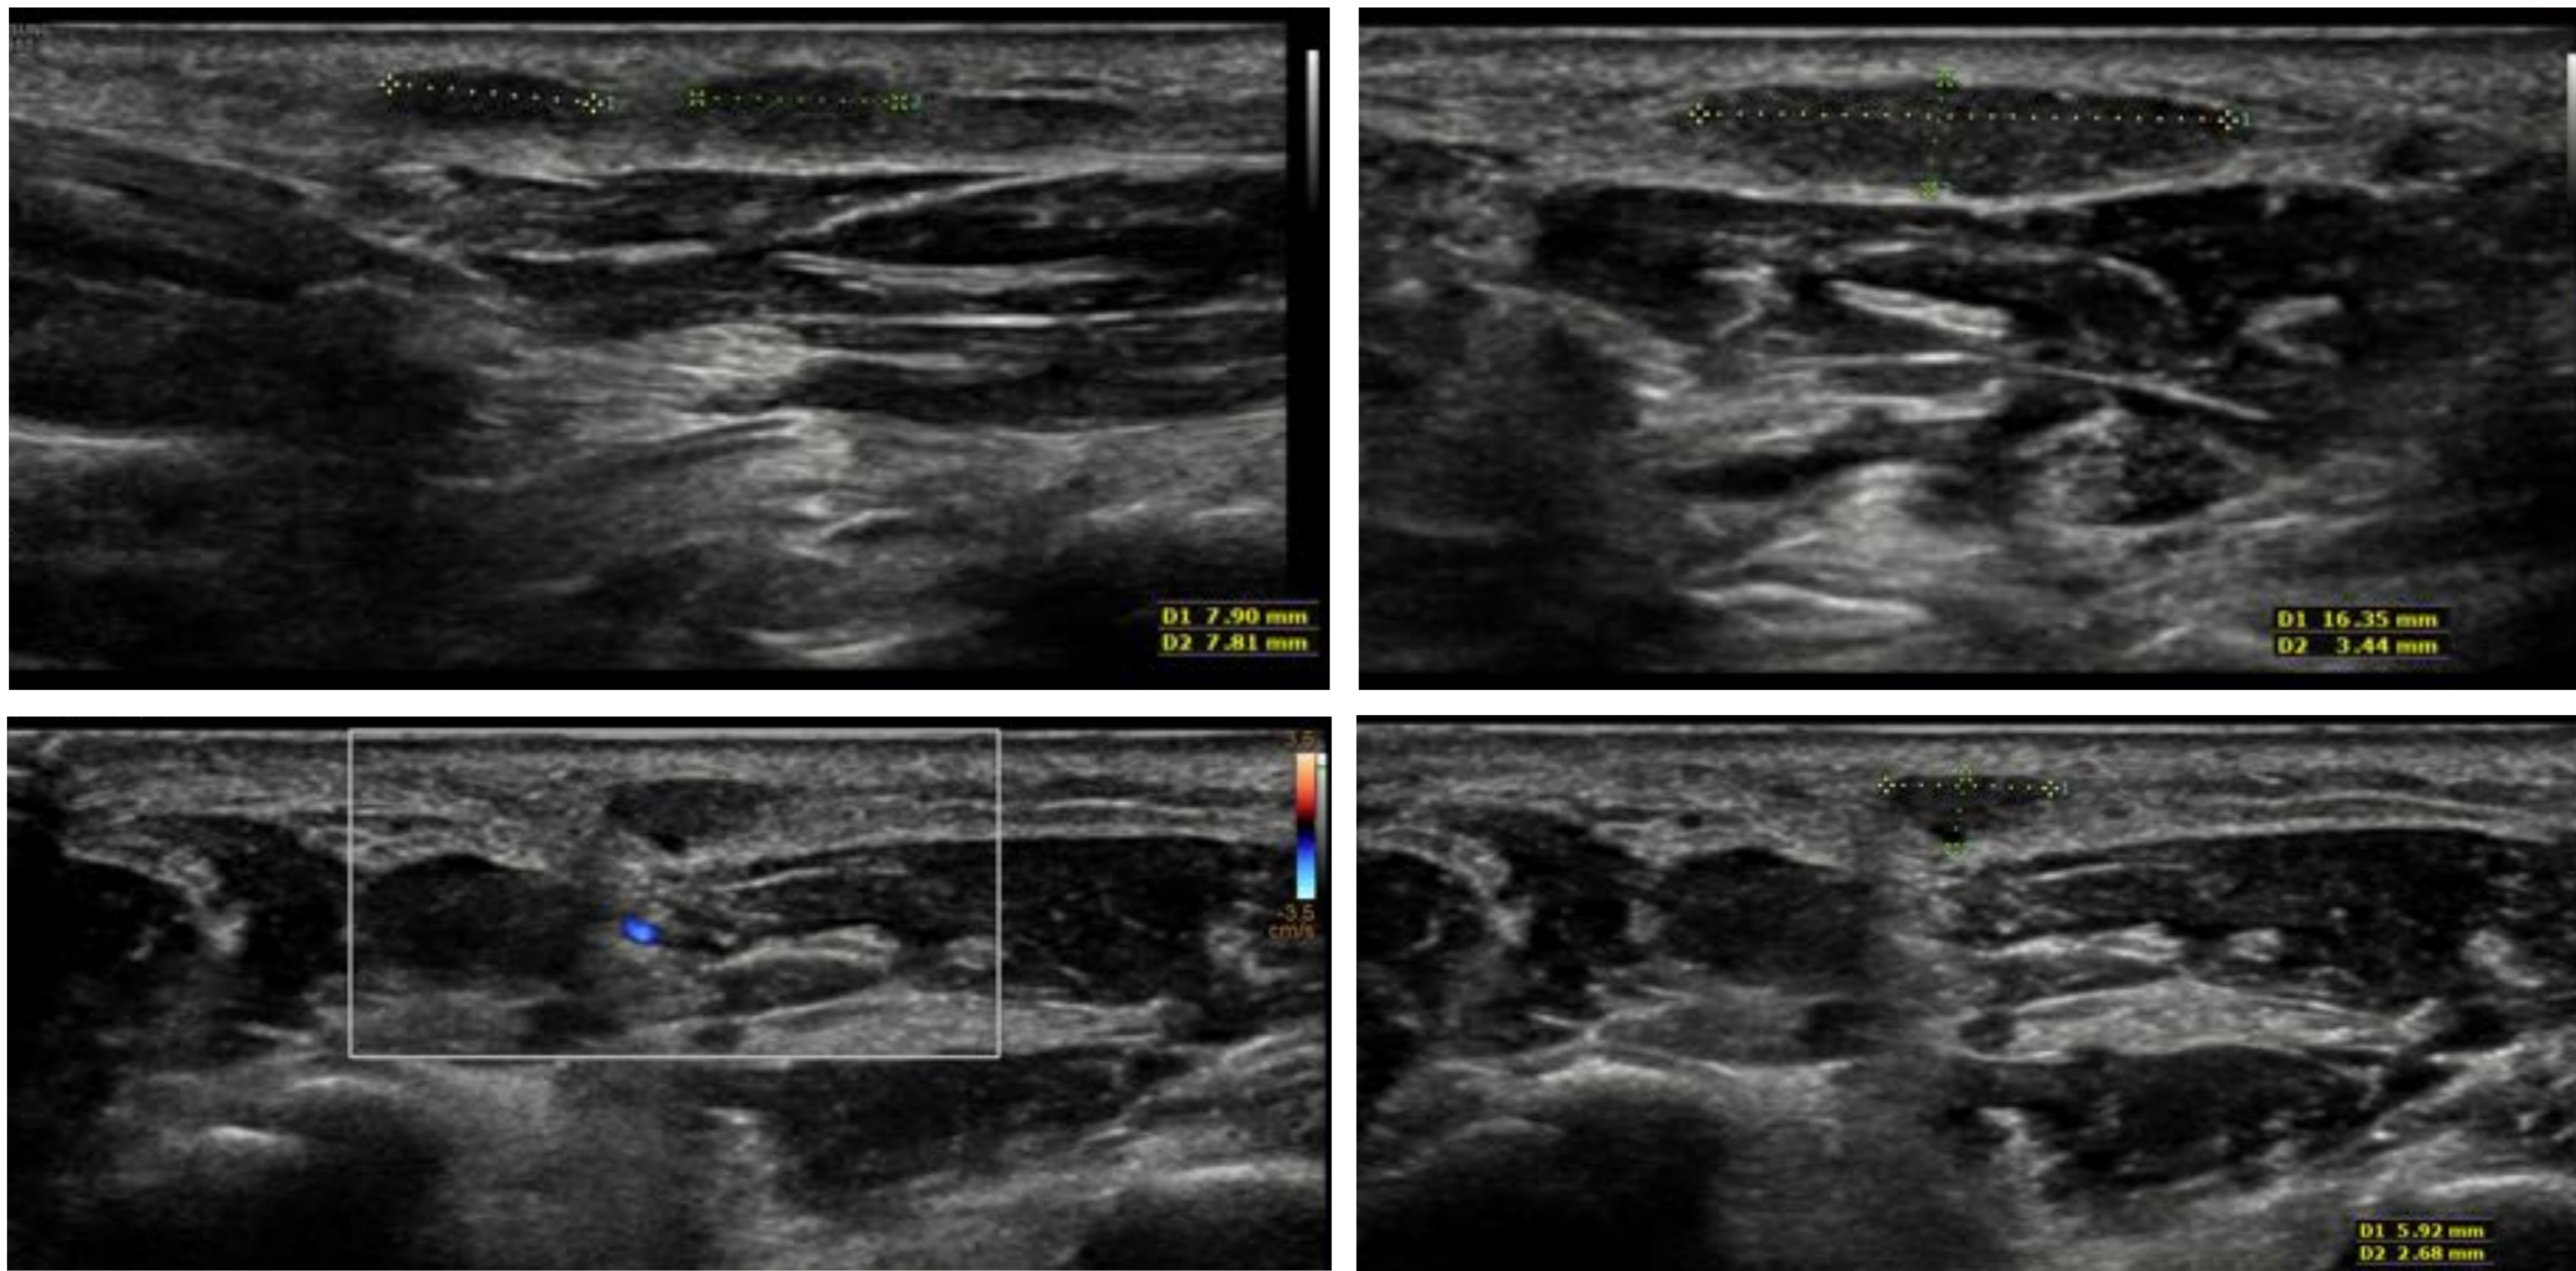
paciente de 66 años, refiere nódulos dolorosos en la planta del pie derecho. EN ecografía, se identifican dos nódulos hipoecogénicos, fusiformes, en la fascia plantar, sin aumento de vascularización en Doppler, compatibles con fibromatosis plantar.
